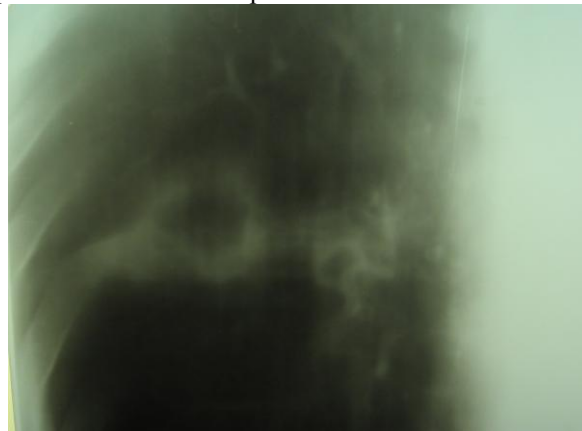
Прицільна томограма справа хворого А. до лікування.
